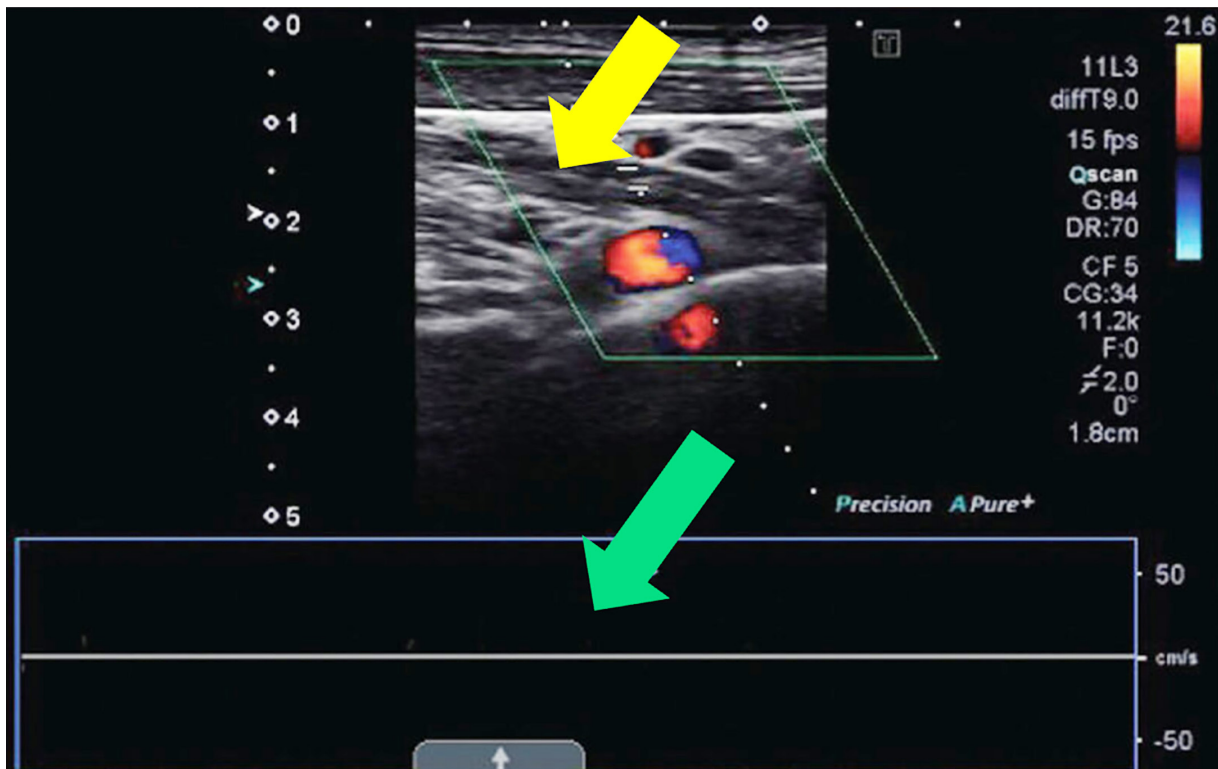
Ecografía Doppler venosa que muestra trombosis de la vena subclavia derecha. Se observa una imagen intravascular de ecogenicidad mixta sugestiva de trombosis (flecha amarilla), con ausencia de flujo Doppler venoso a la compresión distal ni fascicidad con la respiración (flecha verde).
